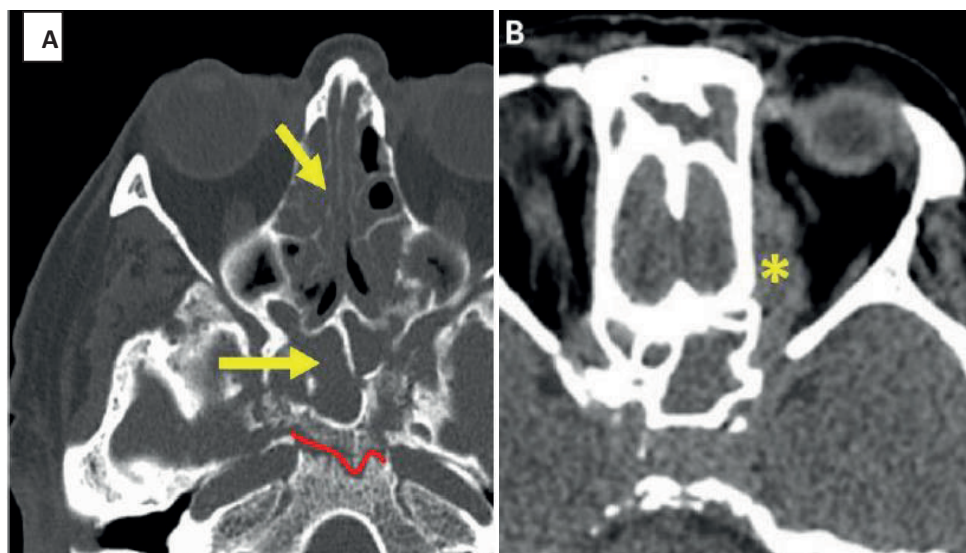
Компьютерная томография придаточных пазух носа (аксиальная плоскость, мягкотканое окно). А- в клетках решетчатой кости, основной пазухе видно однородное содержимое (стрелка), с эрозивными, деструктивными изменениями стенок пазух. Б- интраорбитальный инфильтрат левой орбиты.
